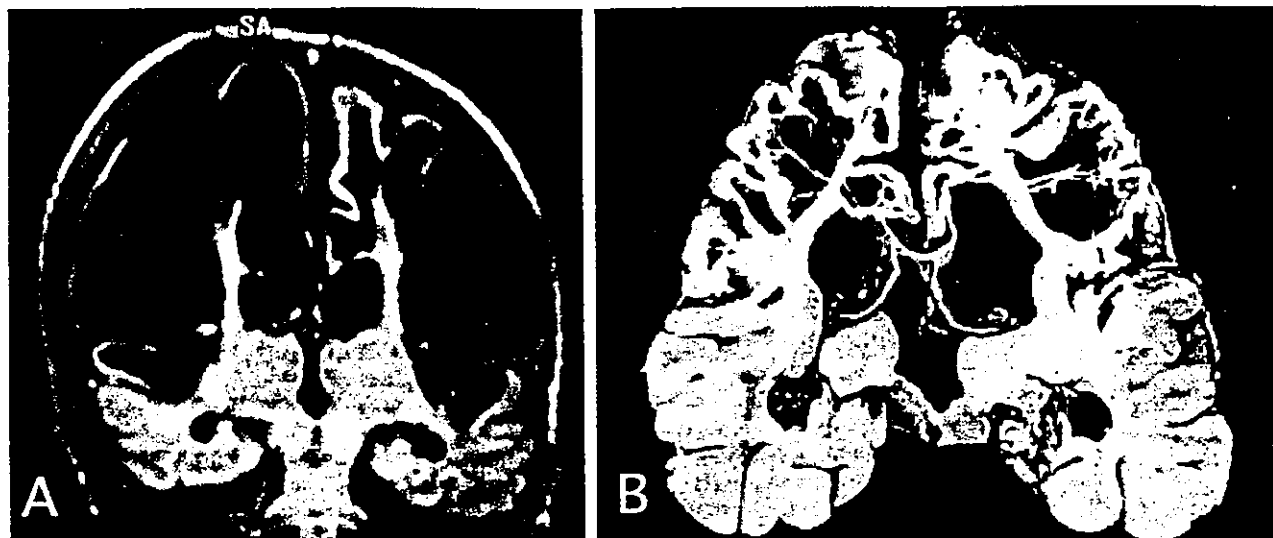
(A) Coronal MR (FLAIR 6500/1800/150) on the 46th day after birth shows multicystic changes in the bilateral frontal, parietal lobes and superior temporal gyrus, but not in the middle and inferior temporal gyri. (B) Coronal section of the autopsy brain corresponding to the MR image in (A), presents multiple cysts and ulegyria predominantly in the frontal and parietal lobe. Hippocampus is bilaterally atrophied, and ventricular systems are dilated.
